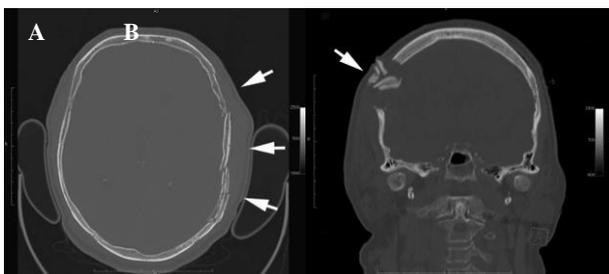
(A) TC mostrando fratura craniana nos ossos parietal e occipital esquerda e região temporal com lesões sobrepostas de tecidos moles (laceração e contusões e sangramento do tecido camadas sob a pele), resultando em inchaço do couro cabeludo (setas). (B) Demonstra uma reconstrução multiplanar axial, com fragmentações ósseas deslocadas. Adaptado de [3].
